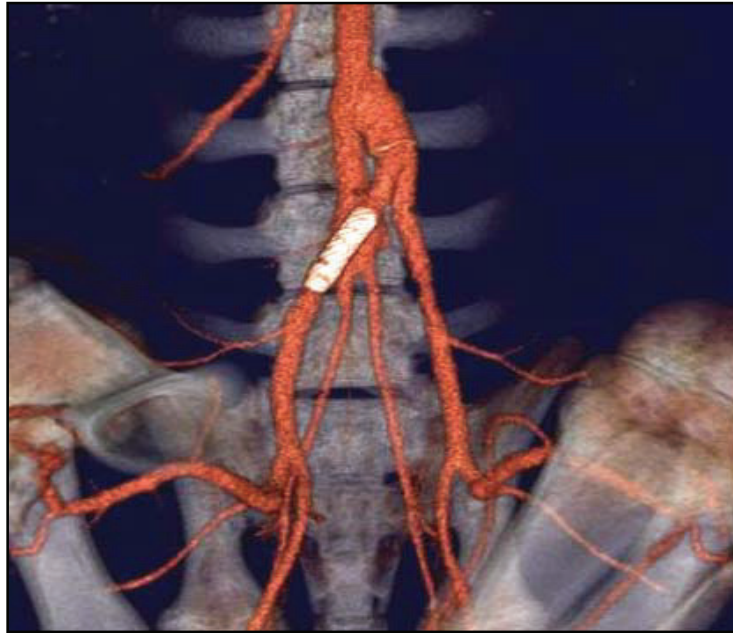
CT aortoilikal. Beide Prothesenschenkel und AIC sind offen (rechts Metall, links PLLA). Im Bereich des PLLA-Stents fallen Unregelmäßigkeiten auf, die zu einer mäßigen Lumeneinengung führen.
